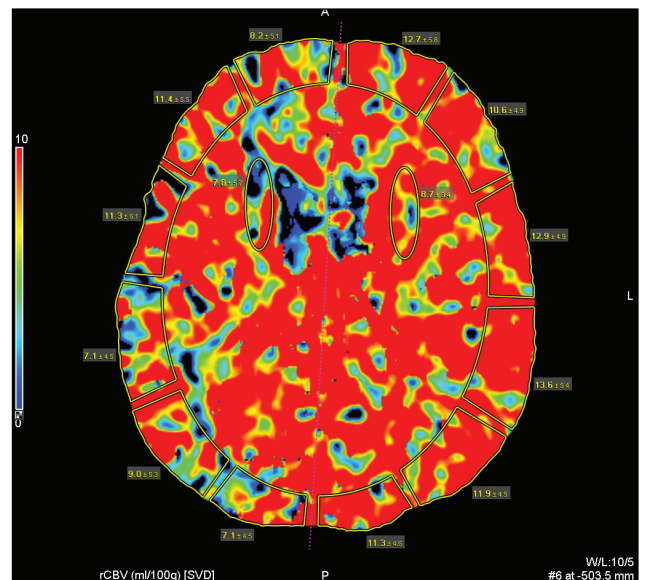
Компьютерно-томографическая перфузиография головного мозга (CBV-карта): значительное повышение объема кровотока во всех ROI
